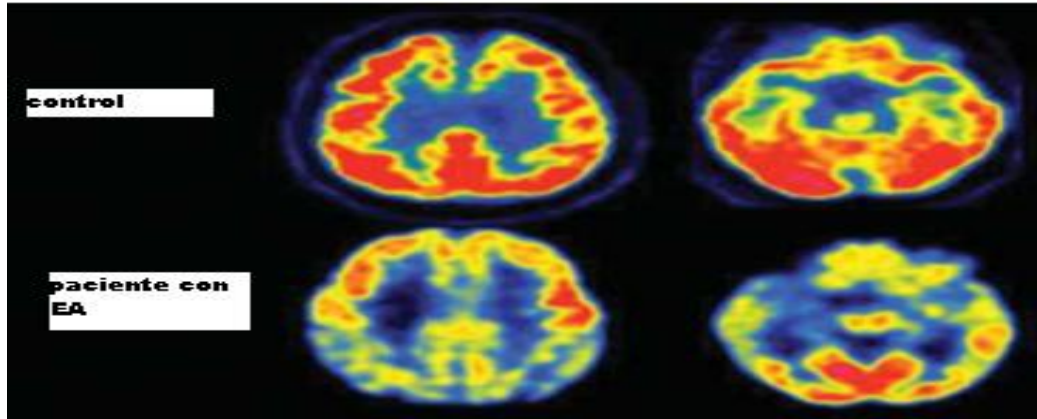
Imágenes transaxiales usando FDG-PET de un paciente control y un paciente con EA. El hipometabolismo se observa en las regiones corticales (amarillo y azul) además de la corteza límbica. Siendo estas regiones las que definen el curso de la enfermedad detectadas por esta técnica.⁽¹⁶⁵⁾
